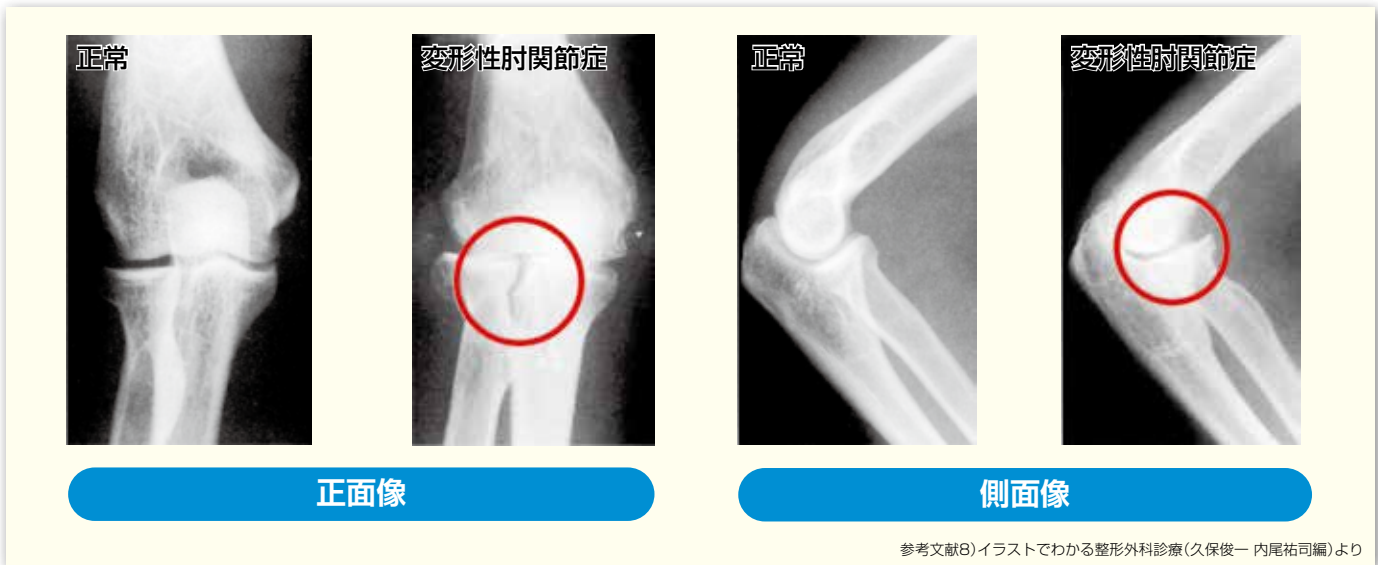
正常な肘関節と変形性肘関節症の単純X線画像
